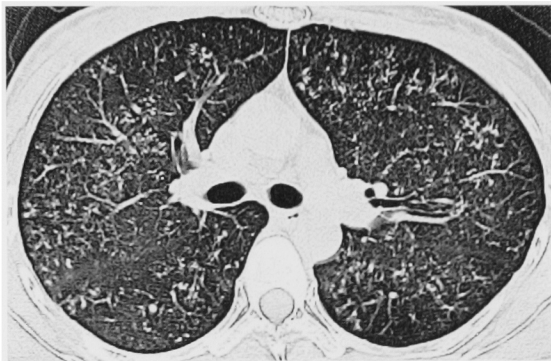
CT demonstrates abundant minute branching shadows, each located centrilobularly, indicating its intraluminal nature. So called "acinar" lesions.
